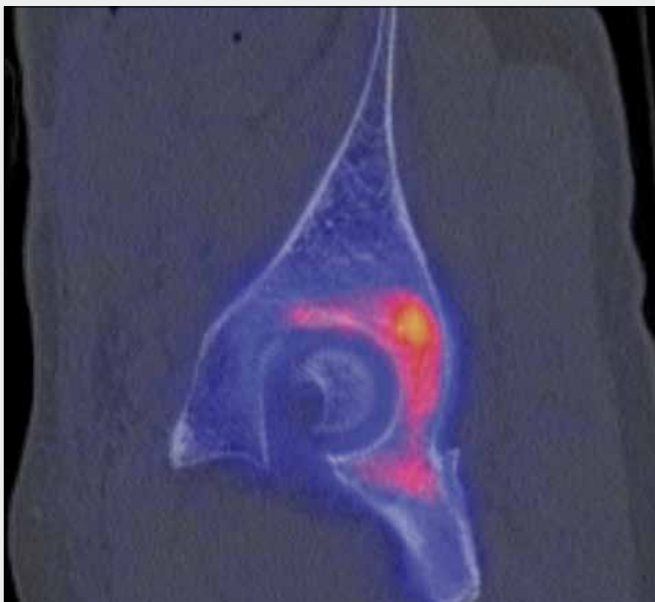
Metastasis infiltration of the iliac bone without structural changes in the terrain of osteoporosis, metastase of rectal carcinoma. A, B, C – CT,  $^{18}\text{F}$ -NaF-PET/CT fusion,  $^{18}\text{F}$ -NaF-PET of the metastatic lesion in iliac bone, osteoblastic activity is induced by the tumorous tissue infiltration; D, E, F – CT,  $^{18}\text{F}$ -FDG-PET/CT fusion,  $^{18}\text{F}$ -FDG-PET showed the metabolic activity of the tumorous tissue itself
